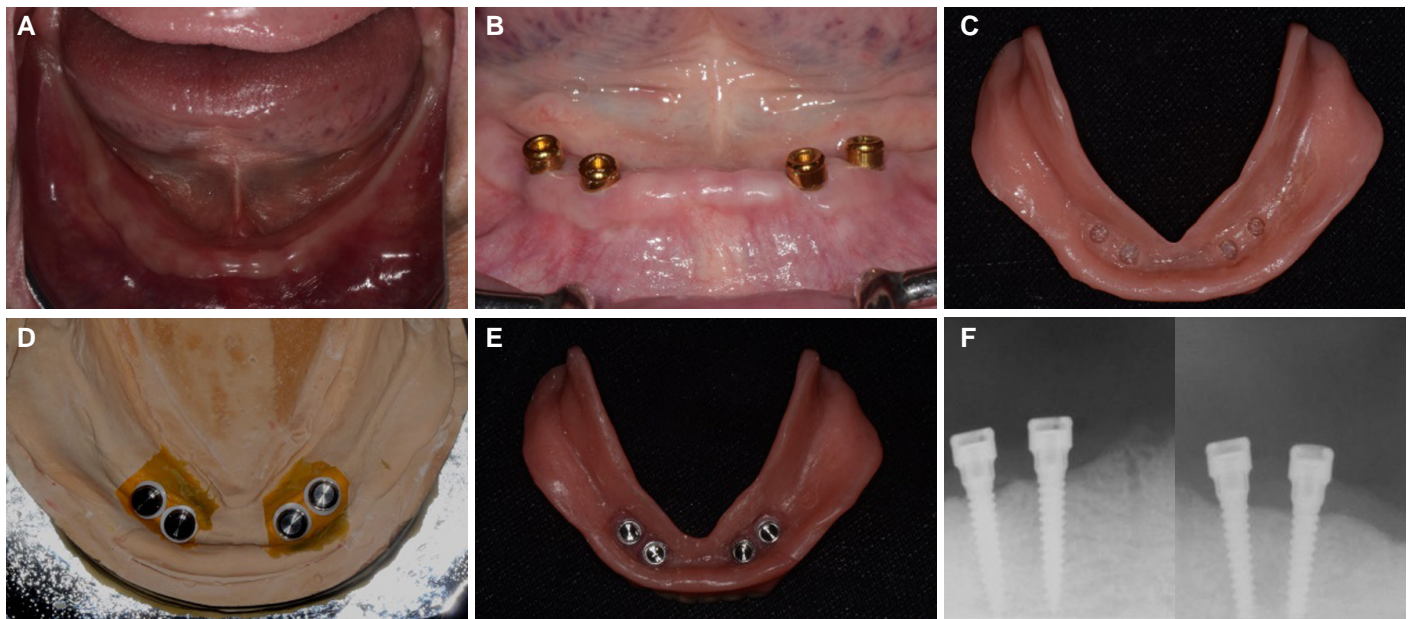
Case B. (A) Preoperative view, (B) Implant insertion, (C) Denture relief after surgery and re-lining with Coe-soft, (D) Connection of Locator attachment matrix part on master cast, (E) Final overdenture, (F) Periapical X-ray.
